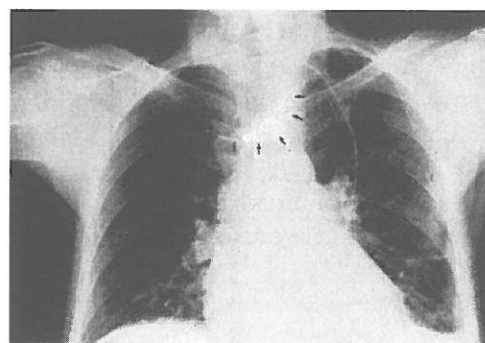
G.G.: 52 ans. Shunt de LeVeen par la jugulaire gauche. Pas d'amélioration clinique de l'ascite. Radiographie du thorax postopératoire: malposition du tube veineux dans la veine sous-clavière gauche (←). Le repositionnement est suivi d'une guérison de l'ascite.
